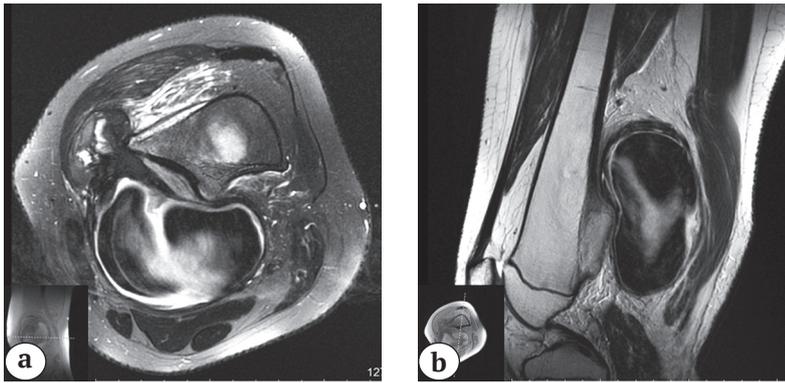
МРТ левого бедра:
